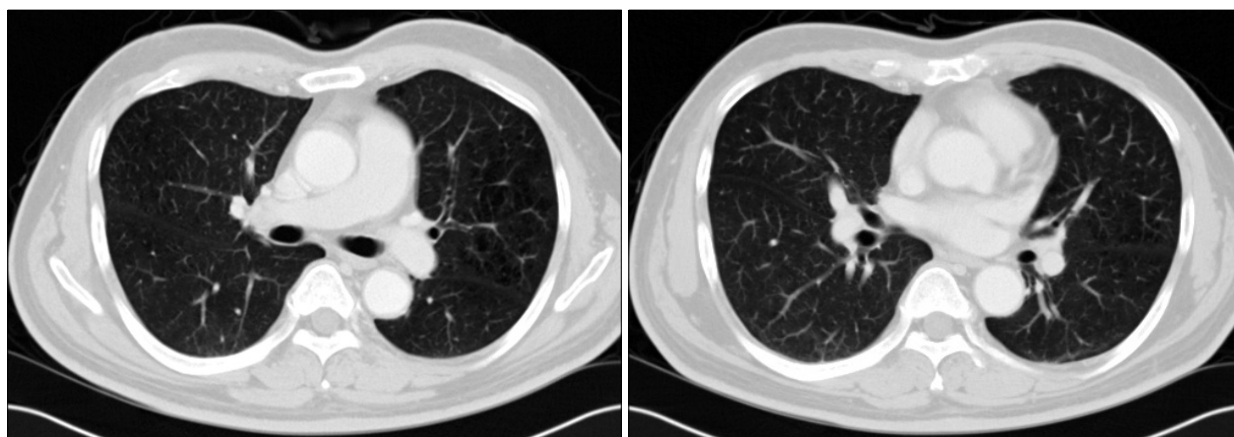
When angiosarcoma of the scalp was diagnosed, chest CT scans showed no cavitary lesions.
